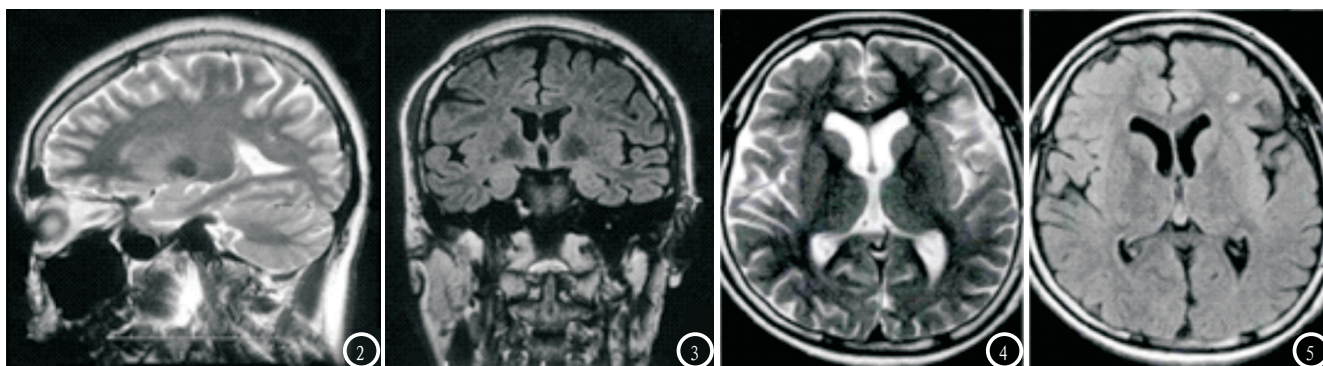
患者女, 43岁, 发作史6年, MRI与V-EEG均准确定位致痫灶于左侧颞叶。图1 为V-EEG图像; 图2-4 分别为FSE-T₂WI矢状位、冠状位、轴位图像; 图5 为FLAIR-T₂WI轴位图像。
